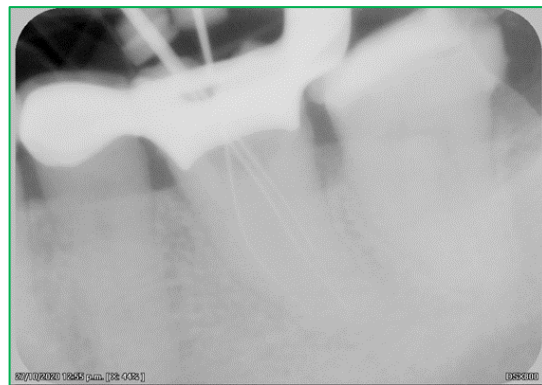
RADIOGRAFÍA DE CONDUCTOMETRÍA.
